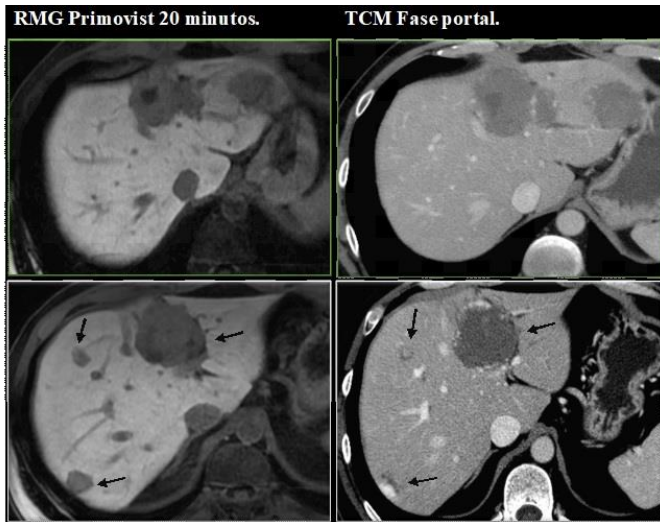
Imágenes comparativas de metástasis detectadas mediante resonancia magnética con contraste hepatoespecífico (RMG) y tomografía en fase portal (TCM), las flechas señalan las mismas lesiones detectadas en cada método.
